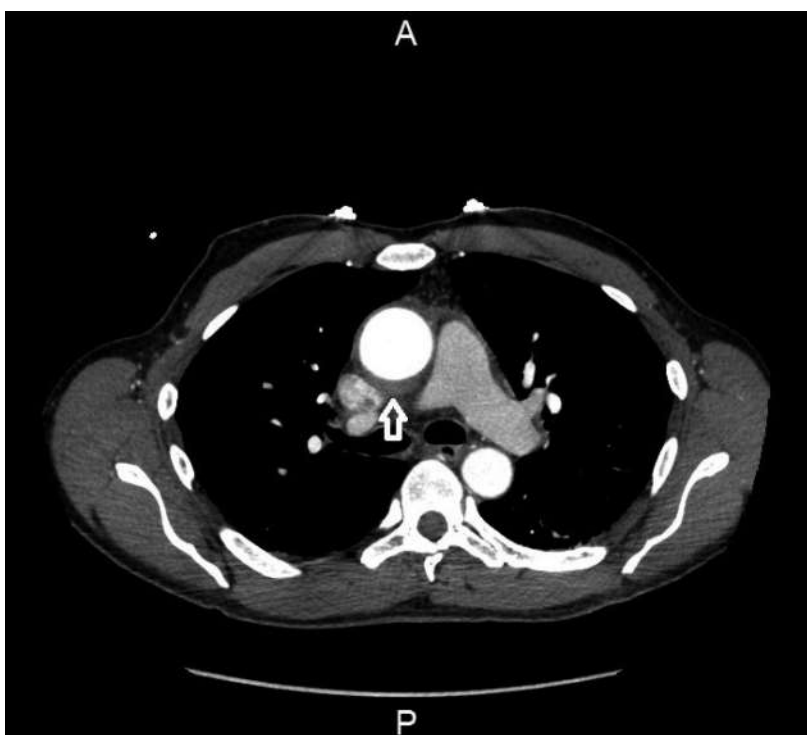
CT thoracique: épaississement de la paroi de l'aorte ascendante (flèche) avec infiltration des tissus adipeux adjacents.
